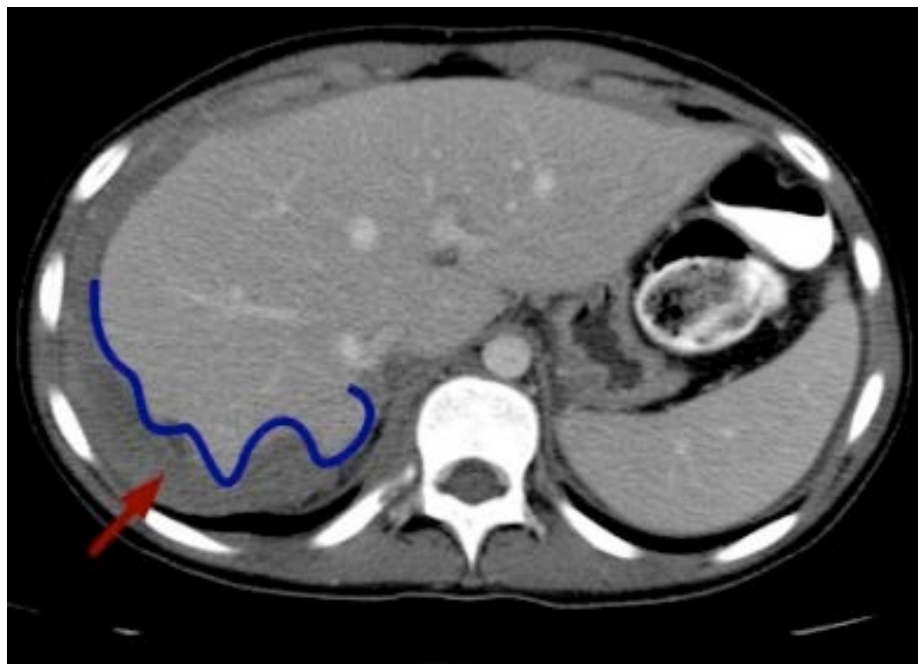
Implantes tumorales en espacio subdiafragmático derecho, visualizados en corte coronal de TC de abdomen.
